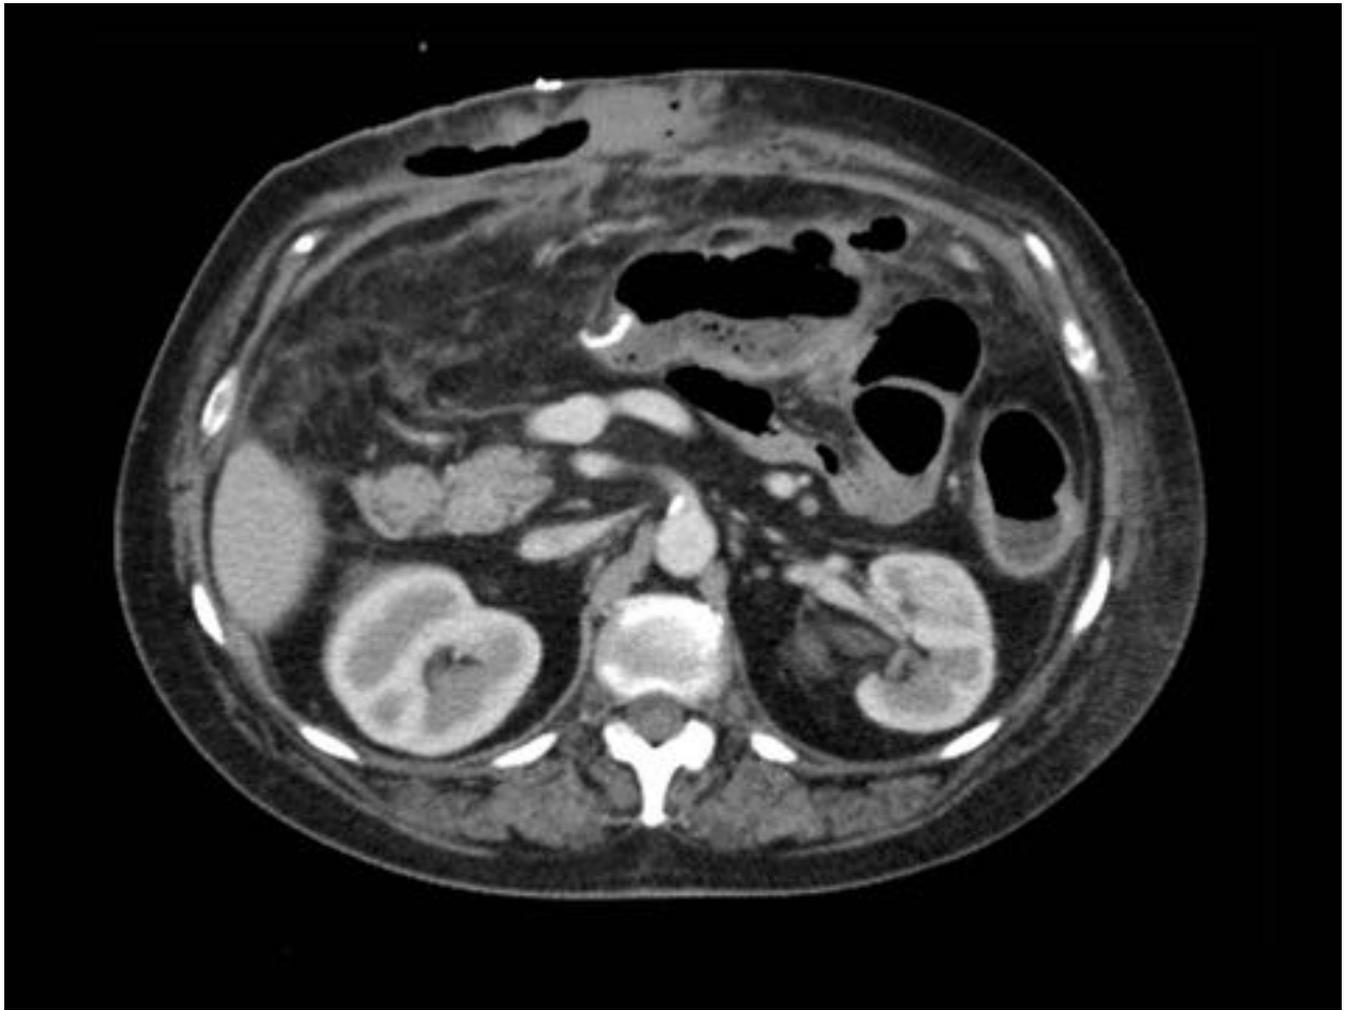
Imagen axial de TC abdomino-pélvico con contraste iv en fase portal. Paciente intervenida de anastomosis tras hemicolectomía derecha hace 15 días. Colección hidroaérea en pared abdominal mal delimitada.
